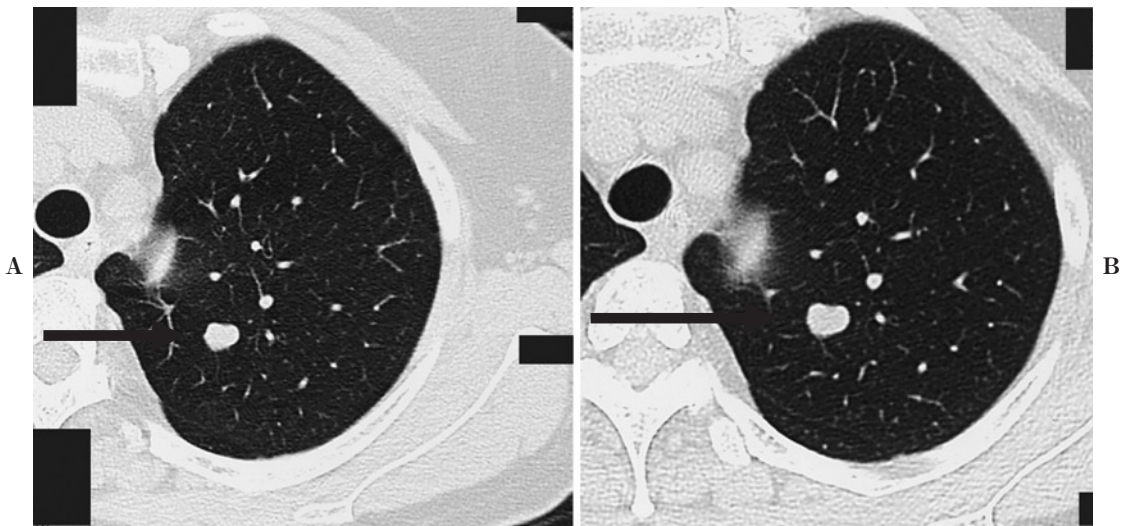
Chest CT scan in March 2005 showing a pulmonary nodule in the left S¹⁺². The maximum dimension of the nodule was 10 mm. We did not think it was malignant because of its round and partially lobular shape, and its clear border (A). Chest CT scan in January 2007 showed the nodule had increased. The maximum dimension of the nodule was 13 mm (B).
